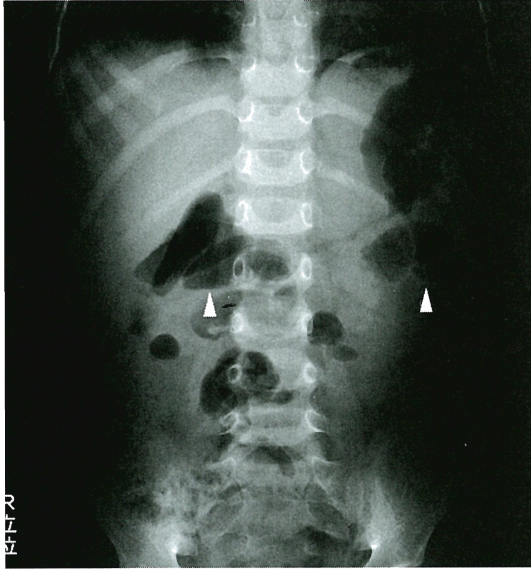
Plain radiograph of the abdomen on the 49th illness day
